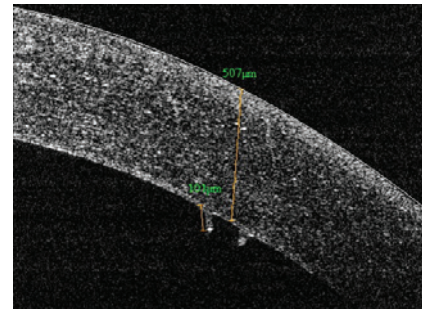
Складки десцemetовой мембраны по данным оптической когерентной томографии.
